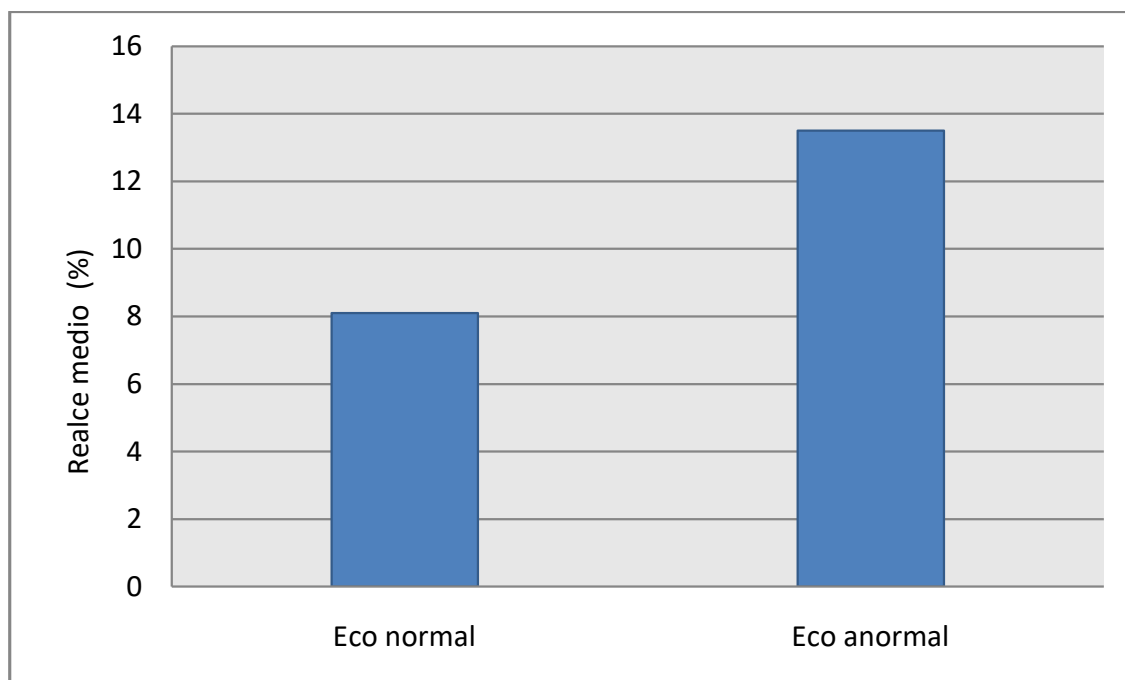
Valores medios de realce en pacientes según presentaran ecocardiografía normal o anormal
